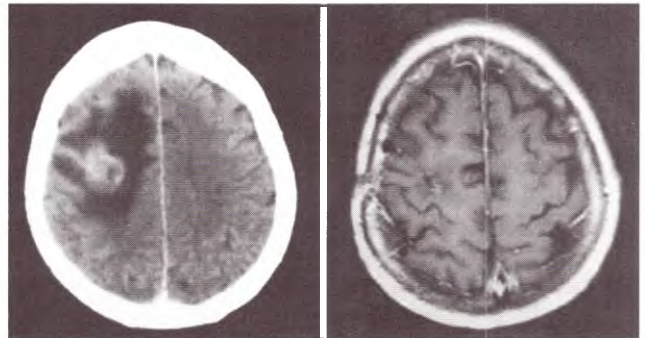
Mujer de 68 años, que debutó con hemiparesia izquierda. TAC de cerebro (A) que muestra una imagen frontal derecha de 17 mm. RMN con contraste postoperatoria (B) donde se observa la exéresis completa. Evolucionó con déficit focal que remitió al mes. Diagnóstico de linfoma primario.
